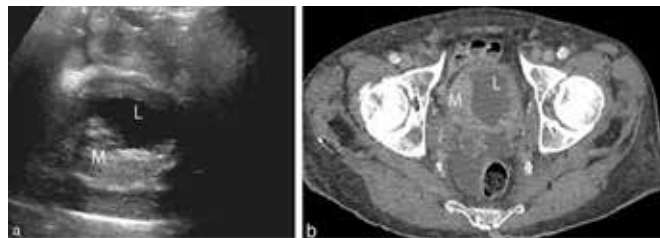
(a) Homem de 85 anos com linfoma difuso de grandes células B da bexiga. A Ultrassonografia em corte transversal da bexiga mostra uma grande massa heterogênea ao longo da parede póstero-lateral direita da bexiga. (b) A TC axial no mesmo paciente mostra espessamento semelhante da parede vesical direita. Nenhum local adicional de linfoma foi identificado em estudos de estadiamento subsequentes. É importante notar que o paciente tinha histórico de câncer de próstata e radioterapia pélvica.⁷
